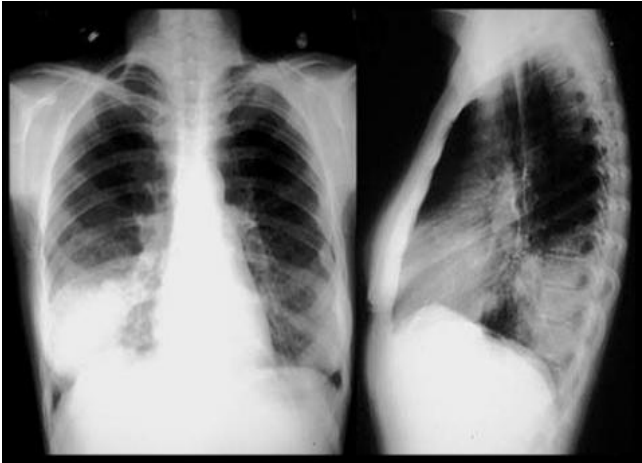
Рентгенограма при пневмонії нижньої долі у двох проекціях
